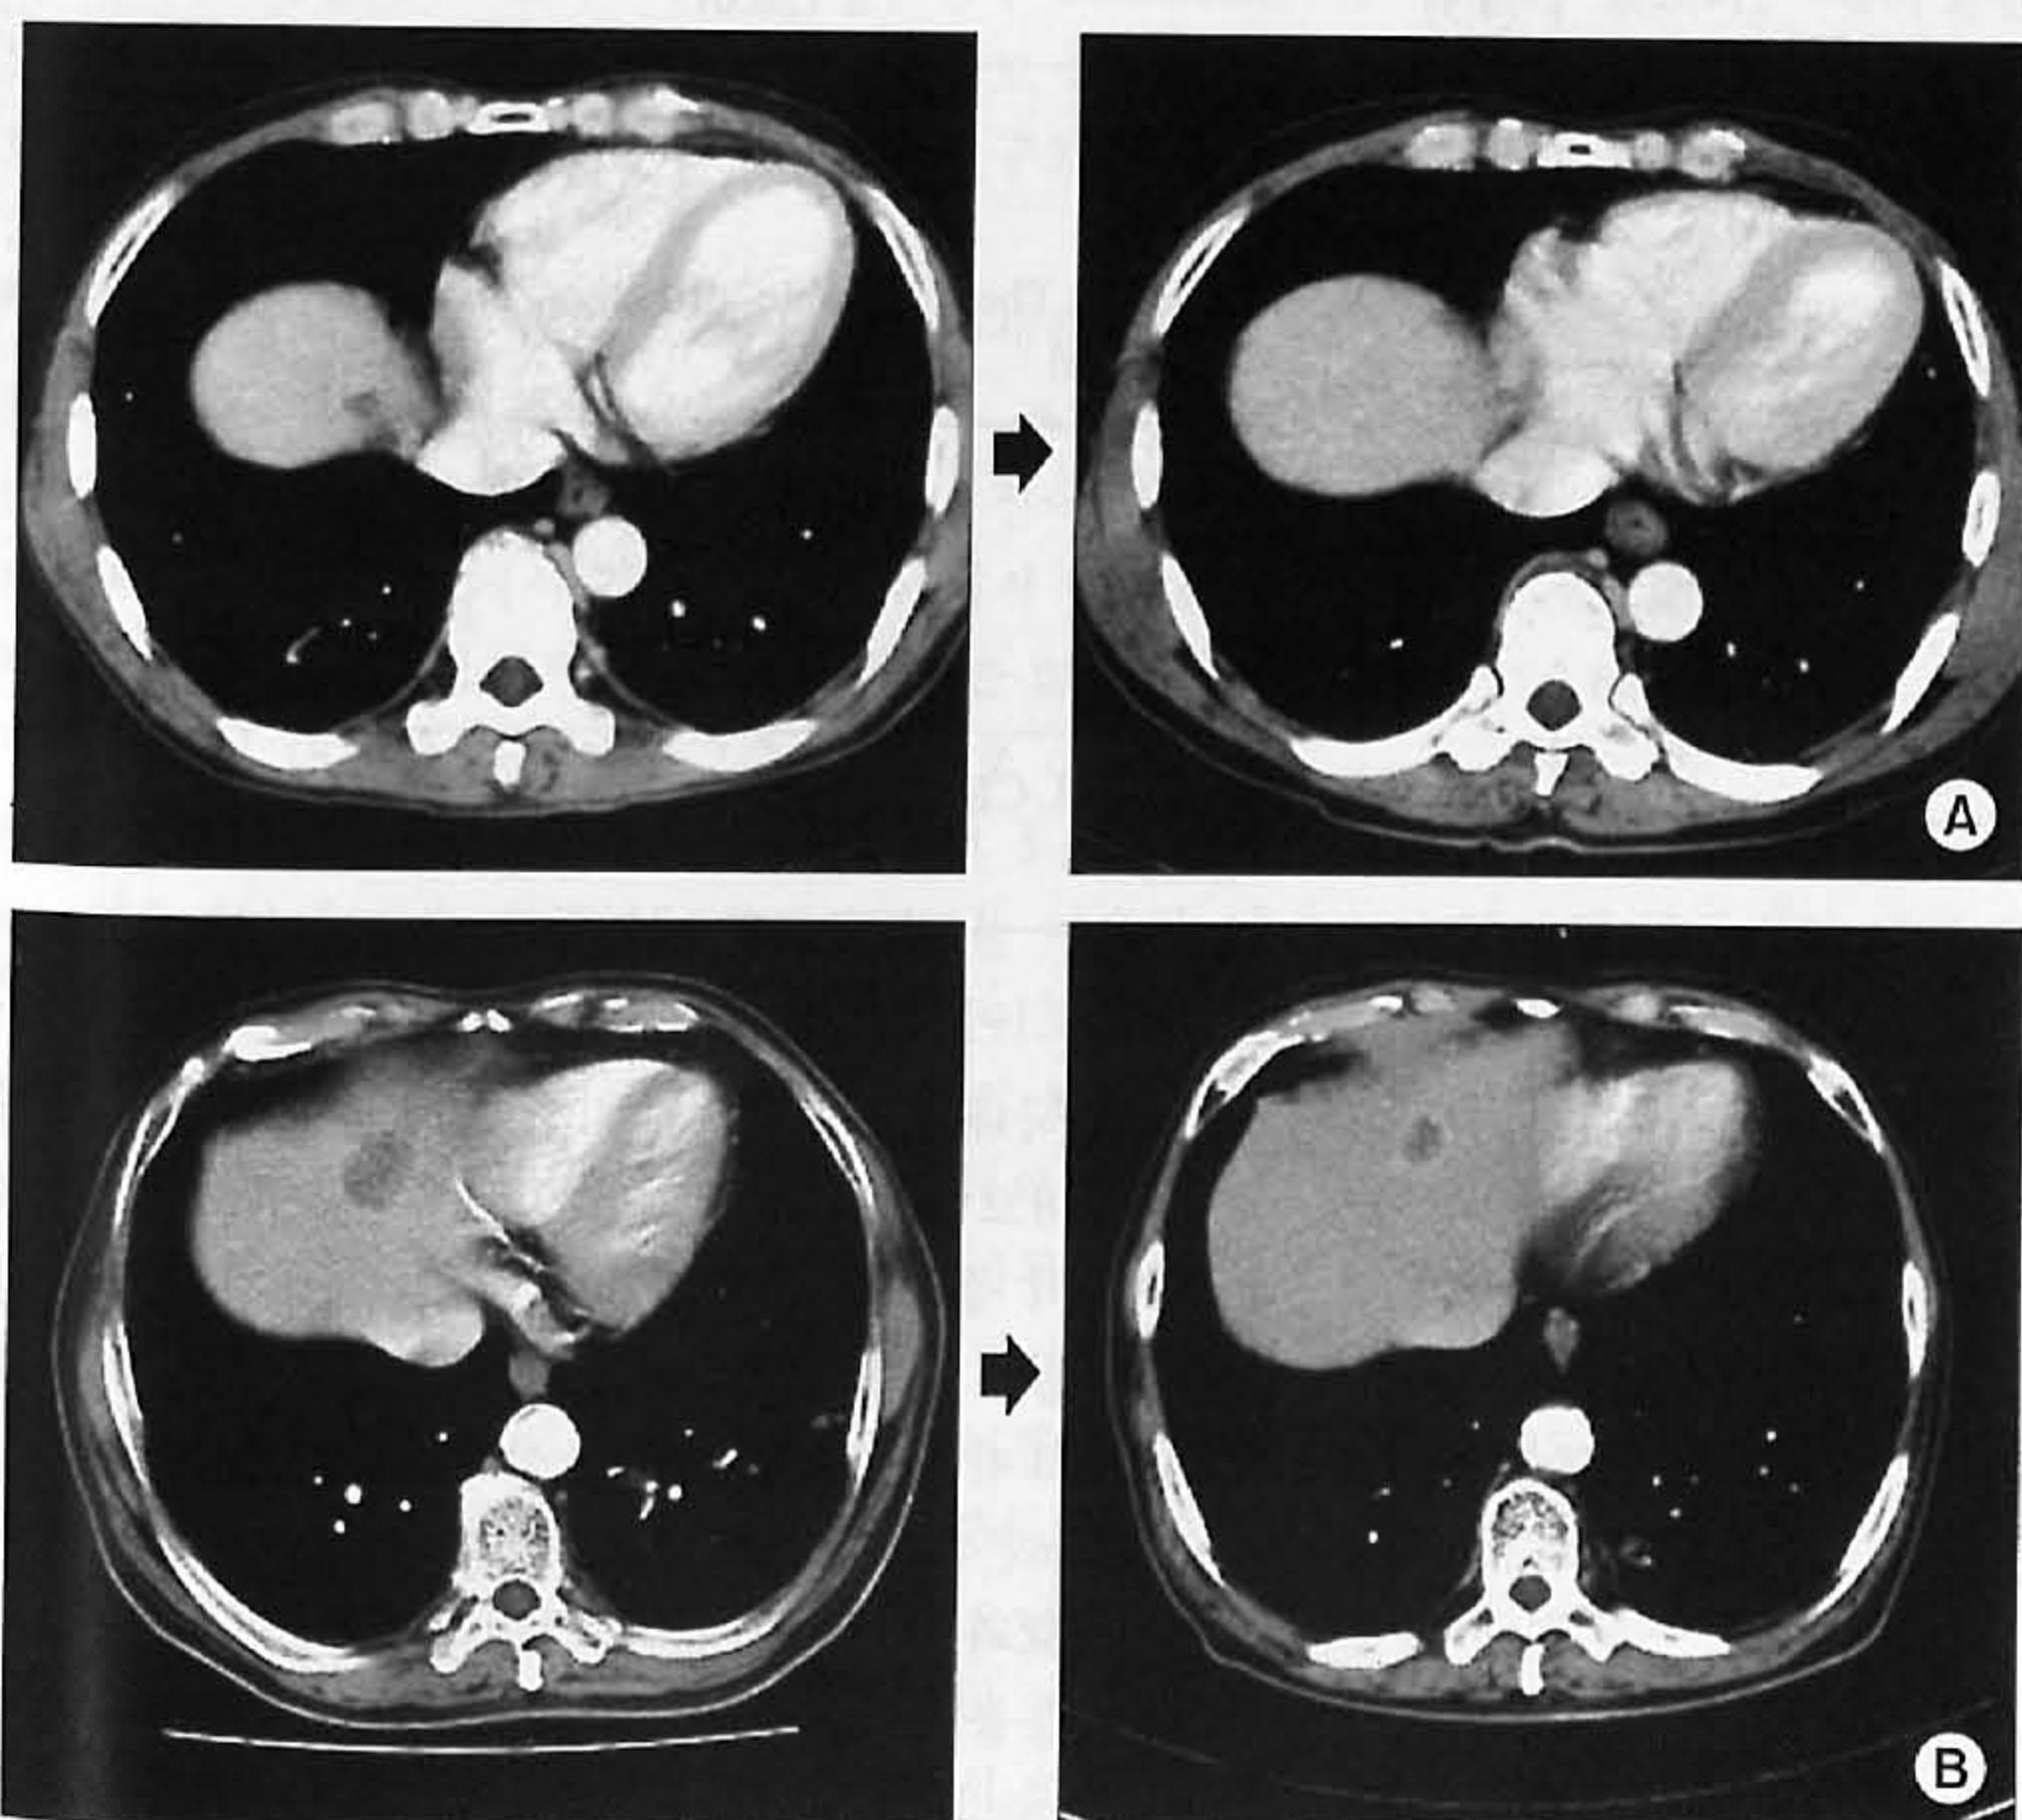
(A) CT scan shows a complete response after chemotherapy. (B) CT scan shows a partial response after chemotherapy.
